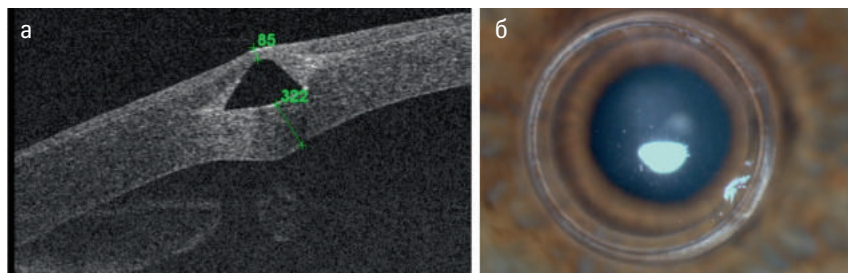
Пациент К., кератоконус 3-й стадии, состояние после имплантации ИСК, экструзия кольца (а); ОКТ переднего отрезка глаза, поверхностное расположение импланта (б)
